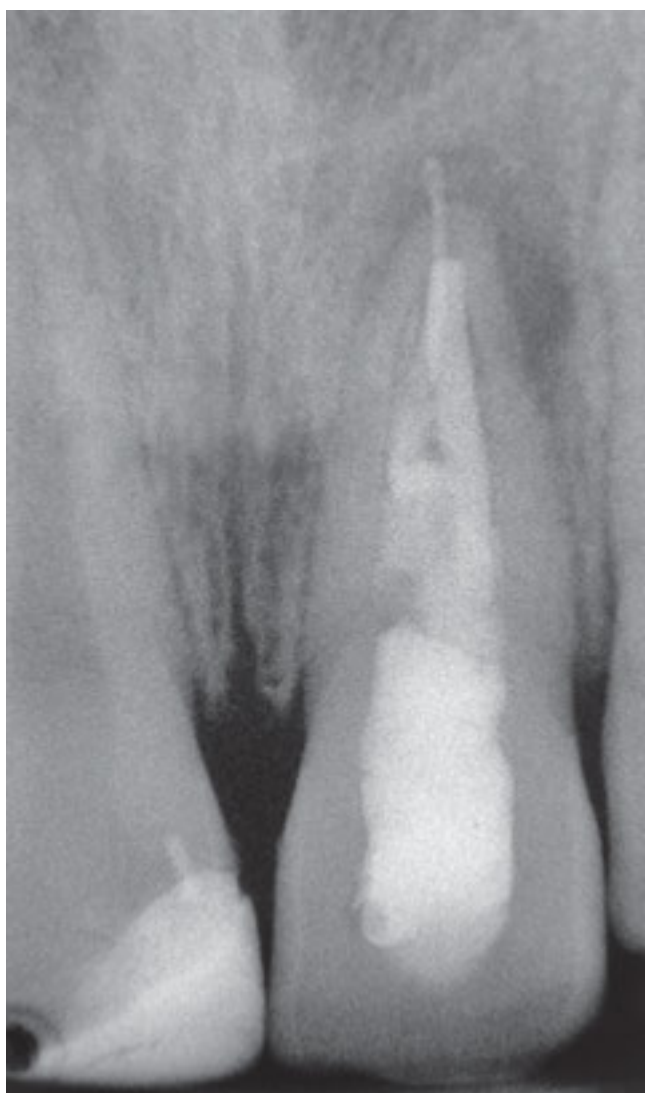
Ausgangsröntgenbild 21: ausgedehnte periapikale Läsion mit inhomogener Wurzelkanalfüllung
